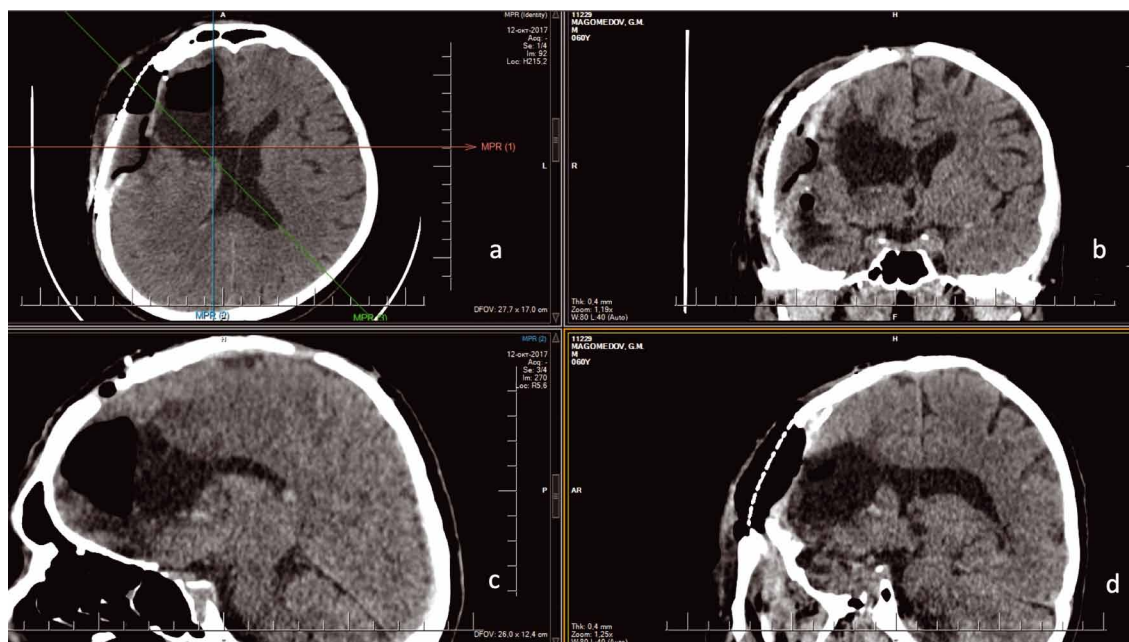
МСКТ головного мозга 12.10.2017 (послеоперационный контроль). Аксиальная проекция (а), коронарная проекция (b, d), сагиттальная проекция (с).
